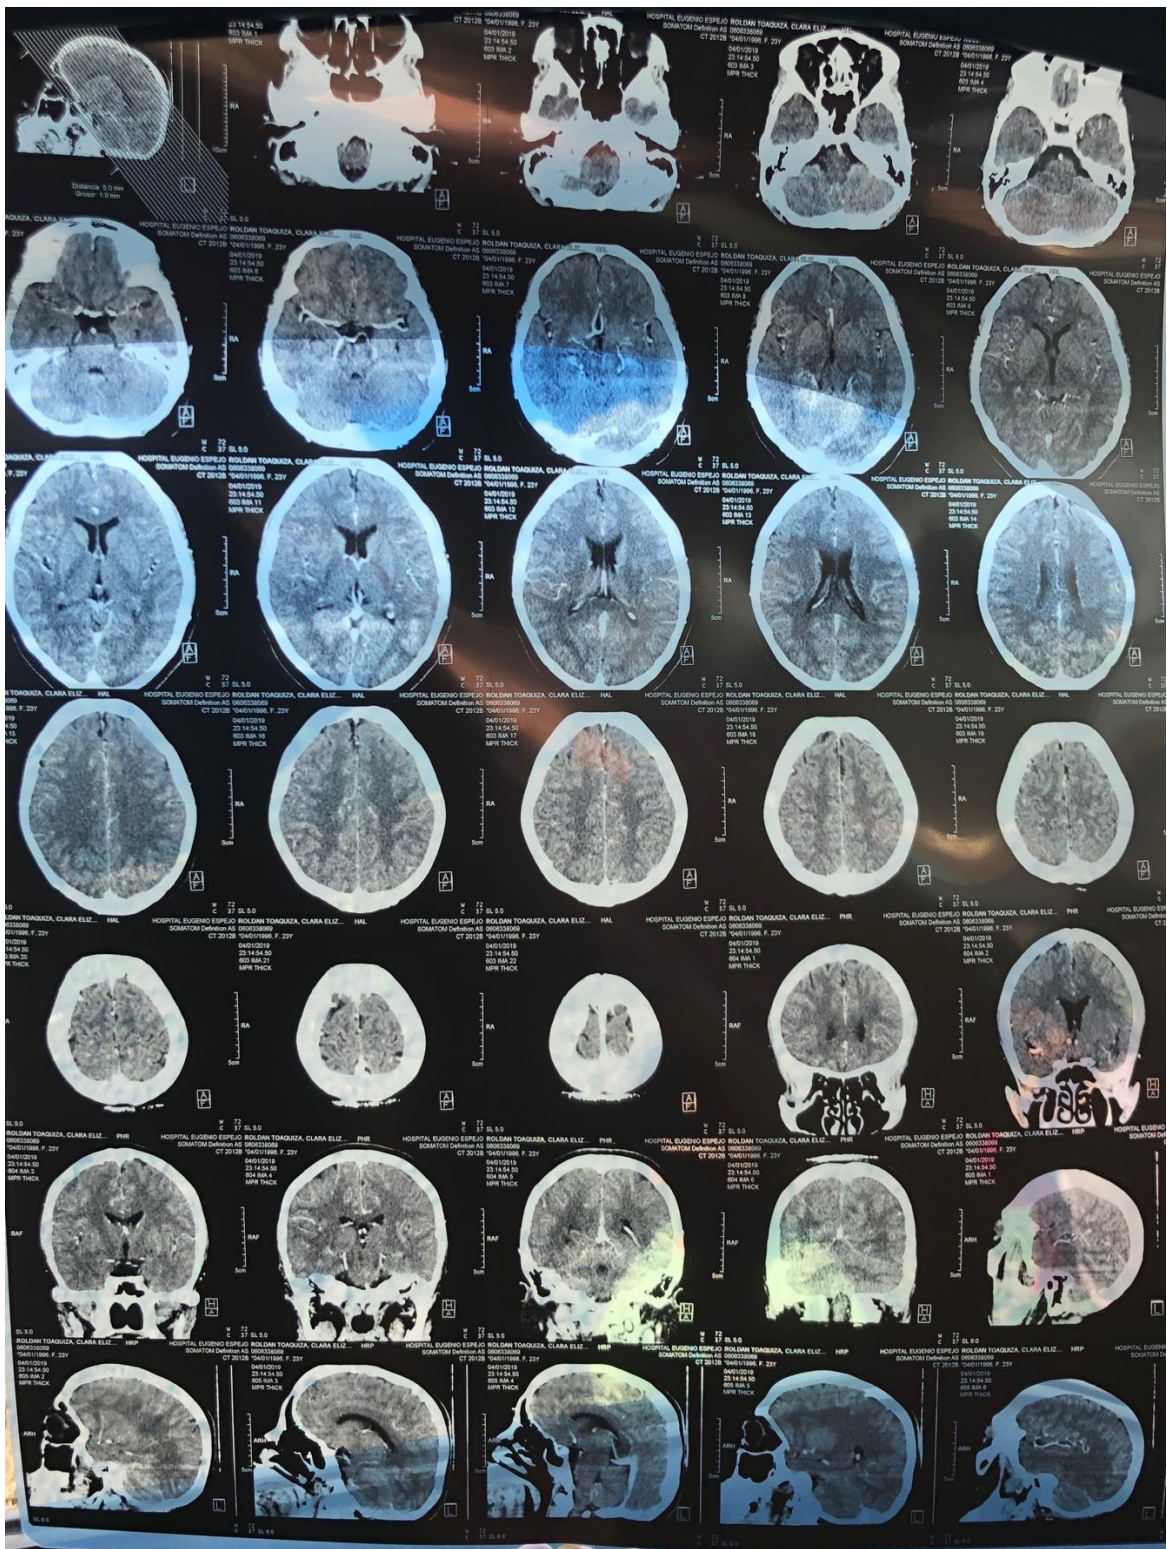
TAC contrastada de cráneo.
